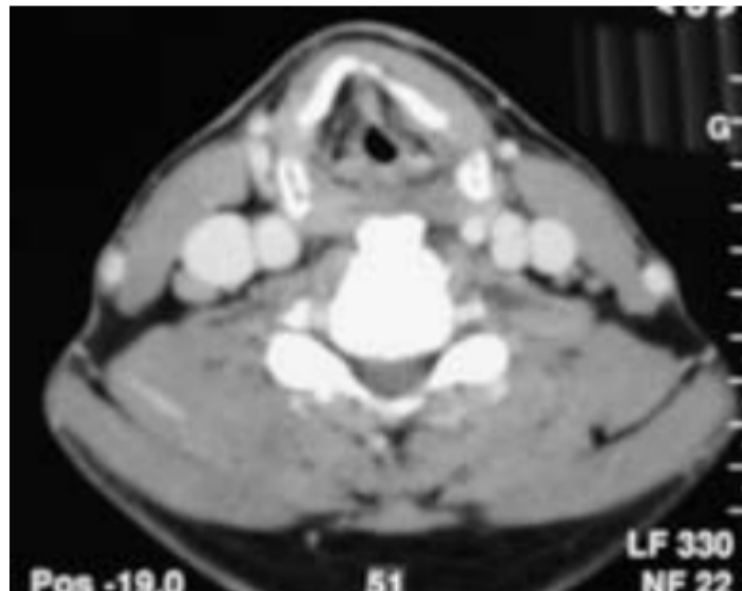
TDM laryngée en coupe axiale : rétrécissement de la lumière laryngée à l'étage glottique(26)
